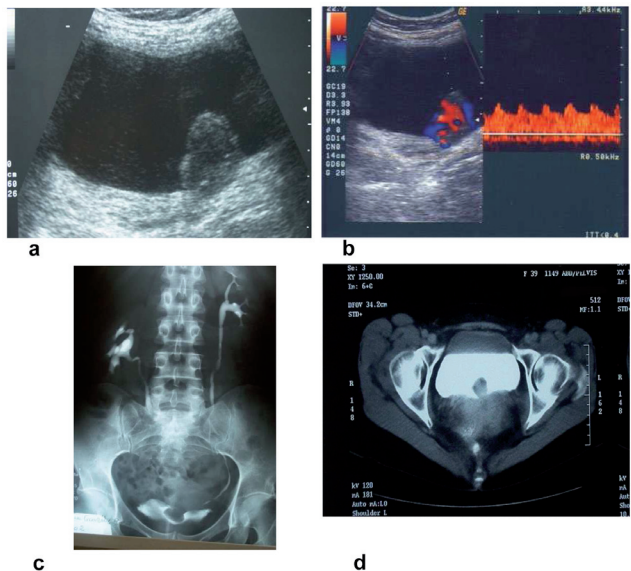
Paraganglioma vesical en ecografía vesical (a), eco-doppler color (b), UIV (c) y TAC (d).
